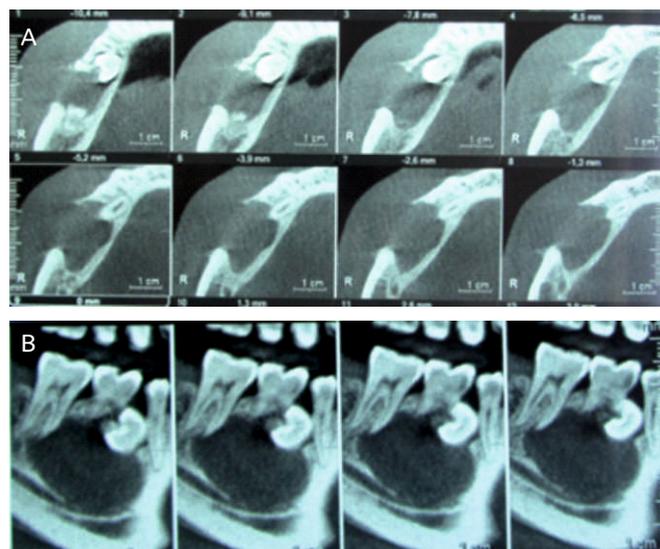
Cone Beam : coupes axiales (A) et coronales obliques (B) montrant une image radioclaire homogène avec effraction de la corticale vestibulaire du côté mandibulaire droit en rapport avec la 45 incluse
